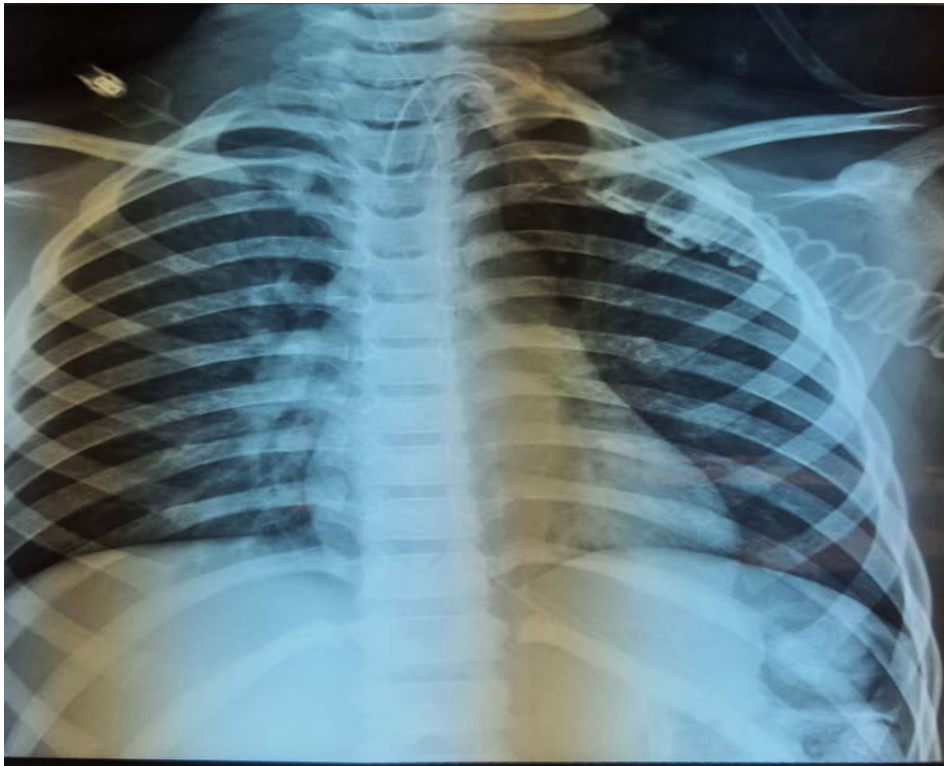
Radiographie thoracique post-trachéotomie chez une victime d'AVP [Iconographie du service de réanimation pédiatrique du CHU Mohammed VI-Marrakech]
